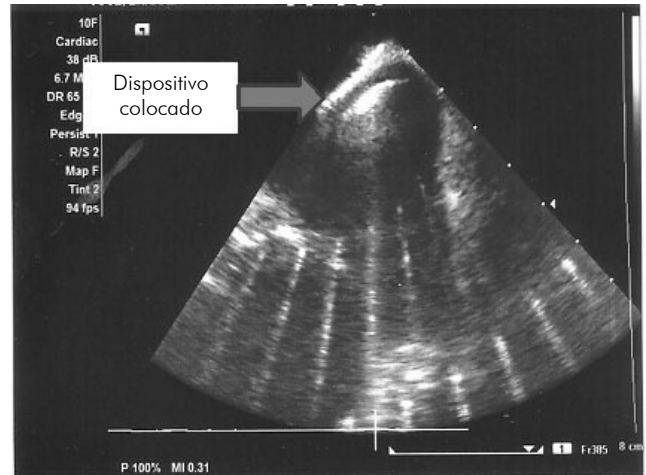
Se observa ya el dispositivo de cierre colocado adecuadamente cerrando en forma esperada al foramen ovale permeable. Mediante Doppler se corrobora que no exista cortocircuito residual.
